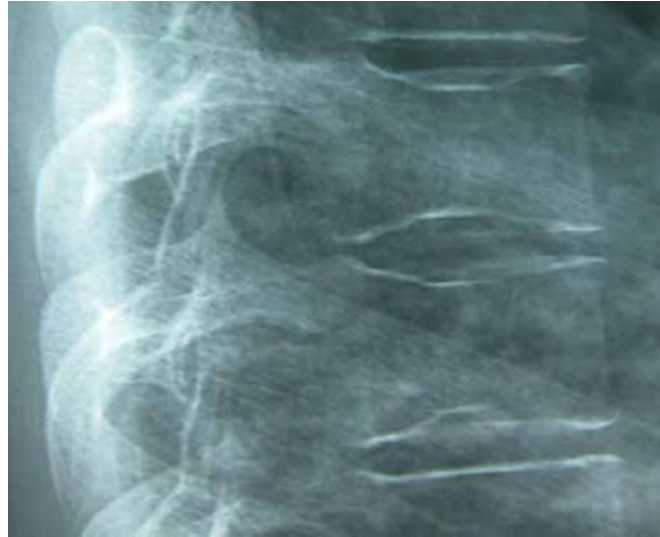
Radiographie du rachis dorsal : présence d'une dépression centrale des plateaux vertébraux en marche d'escalier réalisant un aspect en H qui traduit un trouble ischémique de croissance des vertèbres [47].
